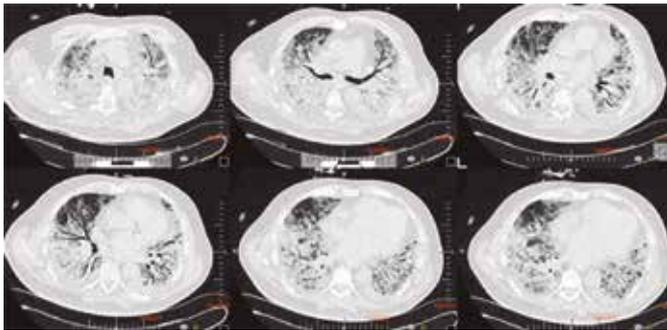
Apesar de toda a terapia instituída na UTI, houve uma deterioração dos padrões ventilatórios, comprovada por uma nova TC realizada com um intervalo de 28 dias, demonstrando acentuada aumento difuso das áreas de consolidações nos pulmões.
